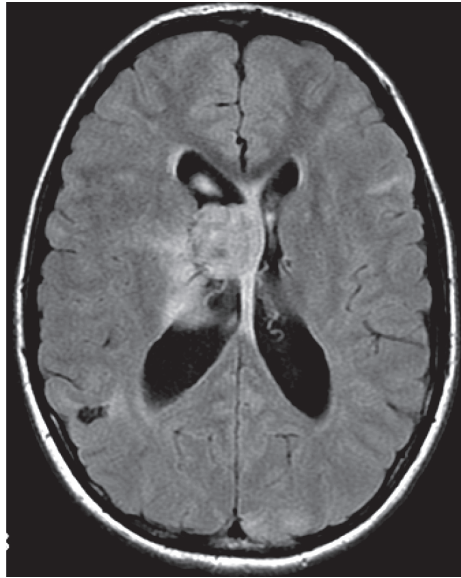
МРТ головного мозга. СЭГА в правом боковом желудочке у пациента с ТСК 13 лет
